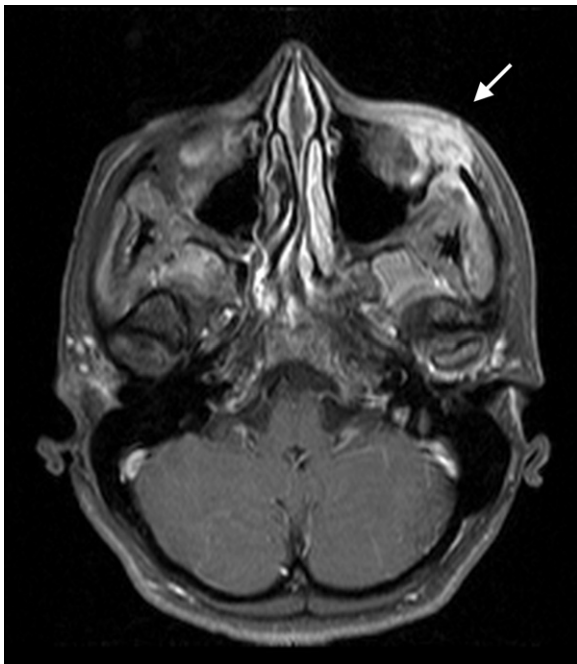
Imagen axial de RM en secuencia T1, con supresión grasa y contraste, donde se aprecia una lesión destructiva ósea en canto inferoexterno de la órbita izquierda, con masa de partes blandas asociada, con afectación de la grasa extraconal, fosa temporal y del tejido celular subcutáneo, que muestra captación heterogénea de contraste (flecha).
